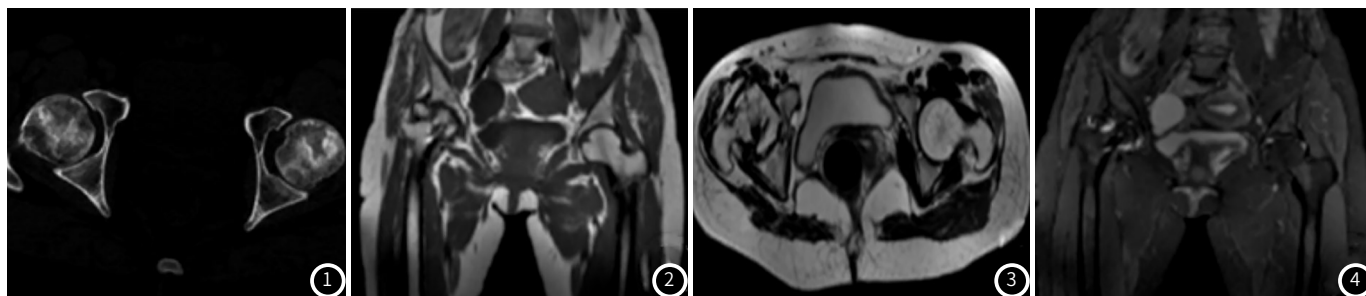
CT扫描图像结果, 可见患者骨小梁增粗变形, 股骨头有点状致密硬化影。图2~图4 MRI扫描结果, 其中图2为冠状位, 股骨头可见斑片状T<sub>1</sub>长信号; 图3为横断面, 显示右侧股骨头塌陷; 图4为冠状位STIR序列, 右侧股骨头呈现斑片状高信号, 关节腔少量高信号。
